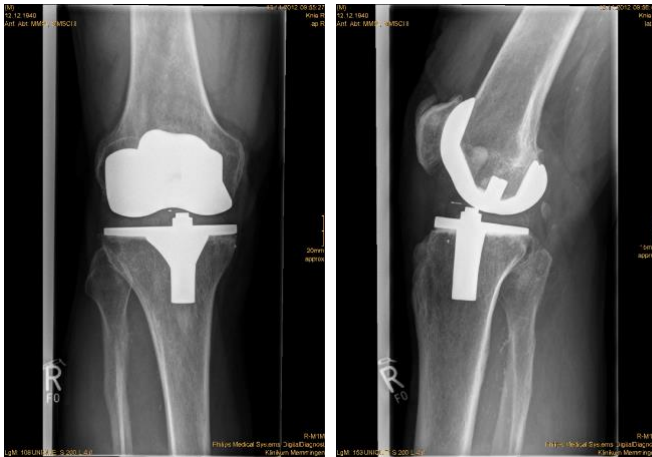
Röntgenaufnahme einer implantierten Knieendoprothese im anterior-posterior- und seitlichem Strahlengang (Philips Medical Solutions, eigene Aufnahme)
